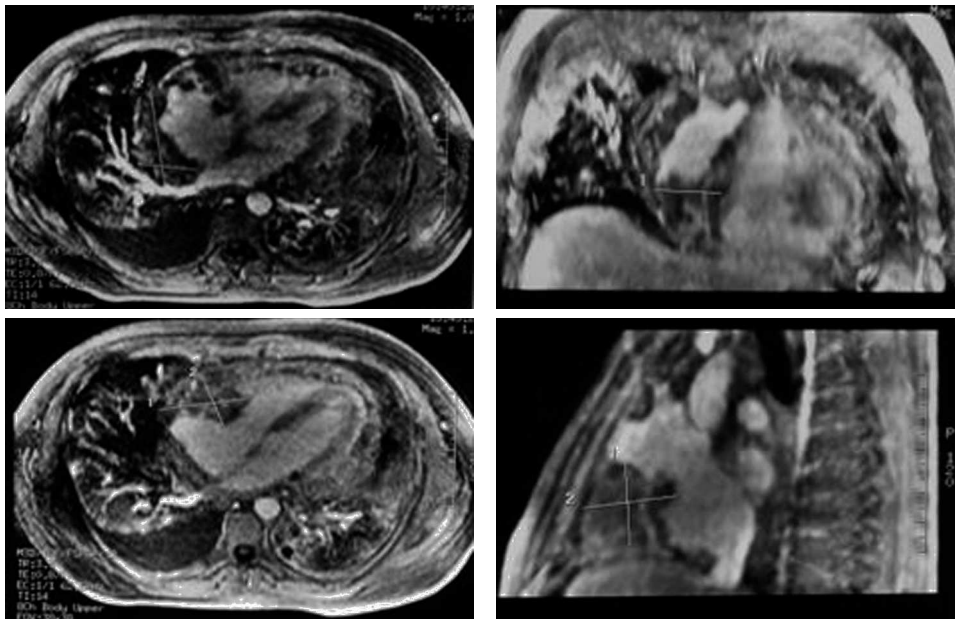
RMN torácica – Massa tecidual envolvendo a aurícula direita e estendendo-se para o ventrículo direito
